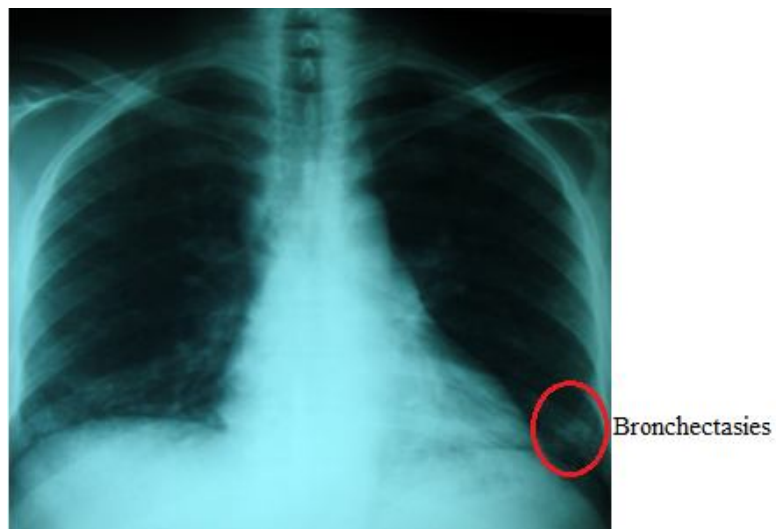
Radiographie thoracique montrant un syndrome interstitiel bilatéral basal fait d'opacités linéaires associé à des broncheectasies
